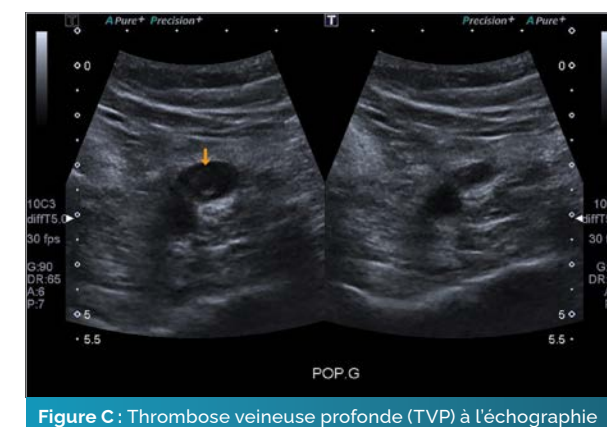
Thrombose veineuse profonde (TVP) à l'échographie
